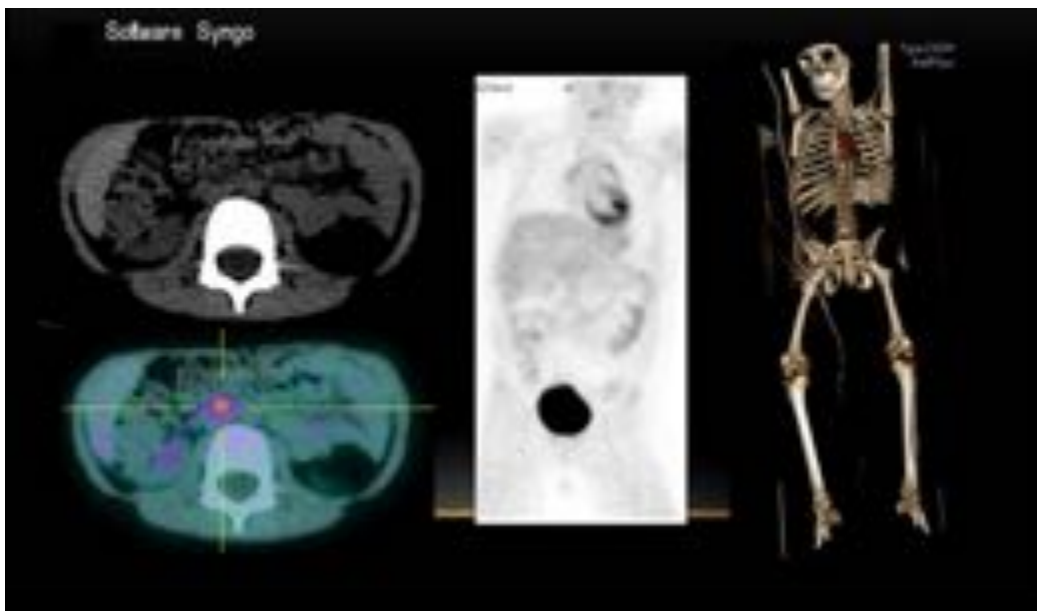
Tras la reconstrucción , el TC, las imágenes de atenuación corregida y no corregida obtenidas de la unificación del PET y TC son transferidas e integradas en la plataforma software syngo. La reconstrucción de los planos axial, coronal y sagital, como la visualización interactiva del PET y TC y la fusión de imágenes son posibles.
